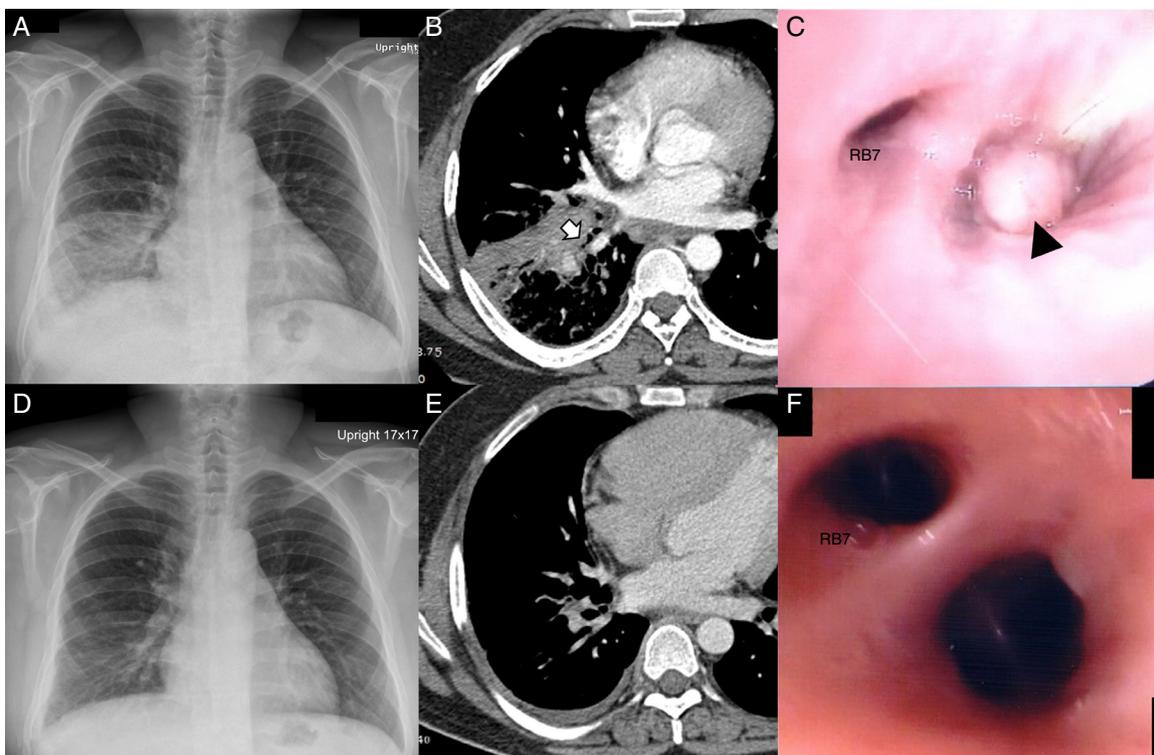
A) Radiografía de tórax en el momento de la presentación inicial, en la que se observa una opacidad en vidrio esmerilado moteada y una consolidación a nivel del lóbulo inferior derecho. B) Imagen de tomografía axial computarizada (TC) de tórax en un contexto de ventana mediastínica, en la que se aprecia un área de consolidación a la altura del lóbulo inferior derecho, con una lesión endobronquial que obstruye los bronquios segmentarios basales (flecha). C) La broncoscopia revela la presencia de una masa endobronquial blanquecina (punta de flecha) en la abertura de los bronquios segmentarios anterior, lateral y posterior del lóbulo inferior derecho. La radiografía de tórax (D) y la TC de tórax (E) de seguimiento mostraron una mejora de la lesión previa. Los bronquios segmentarios basales del lóbulo inferior derecho se restablecieron y se identifican en la TC torácica (E) y en la imagen broncoscópica (F). RB7: bronquio segmentario basal medial del lóbulo inferior derecho.
